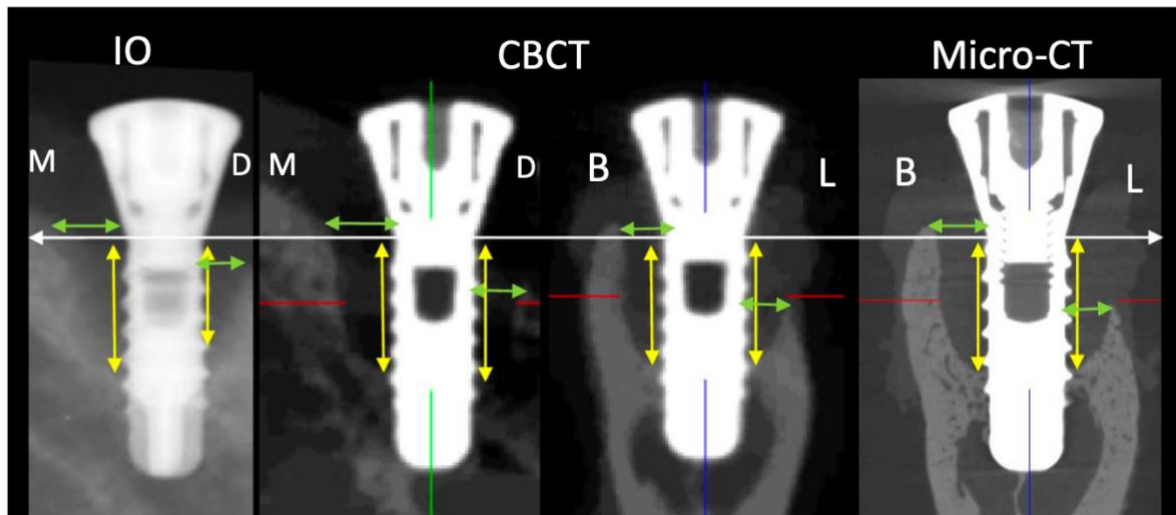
Comparação do método de medição da profundidade e largura em radiografia intra-oral (IO), TC de feixe cônico (CBCT) e microtomografia computadorizada (micro-CT). Seta branca, ombro do implante como referência; Seta amarela, profundidade do defeito ósseo (do ombro do implante até à crista óssea). Retirado de (Song et al., 2021).
